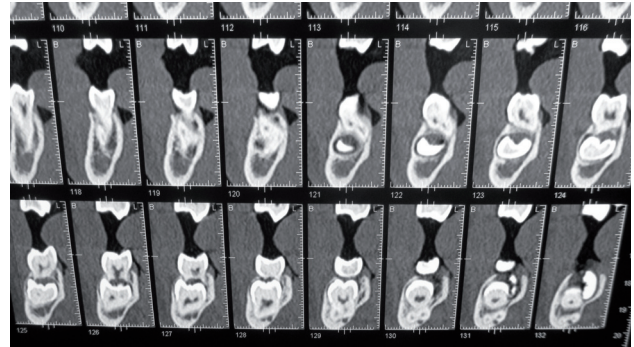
TAC Mandibular; Tercer cuadrante.
